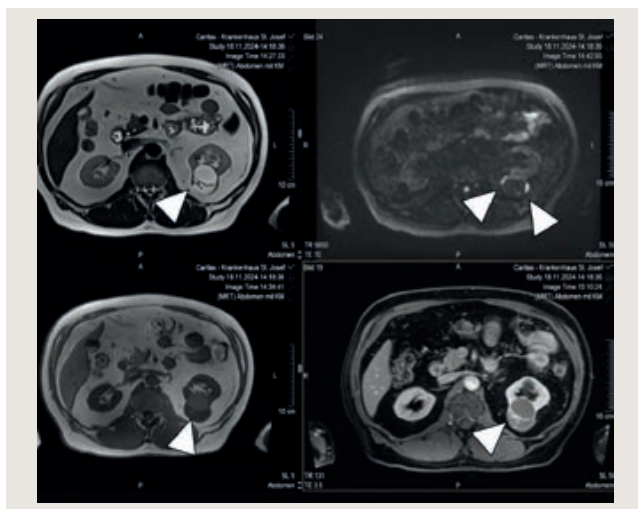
Die multiparametrische MRT der Nieren mit T2-Wichtung (oben links) zur Darstellung der irregulären Septen, Diffusionswichtung (oben rechts) mit Diffusionsstörung der Septen, gemischtem Signalverhalten in T1-Wichtung (unten links) und irregulärer Kontrastmittelaufnahme (unten rechts) zeigt eine Bosniak III – Zyste der linken Niere.
